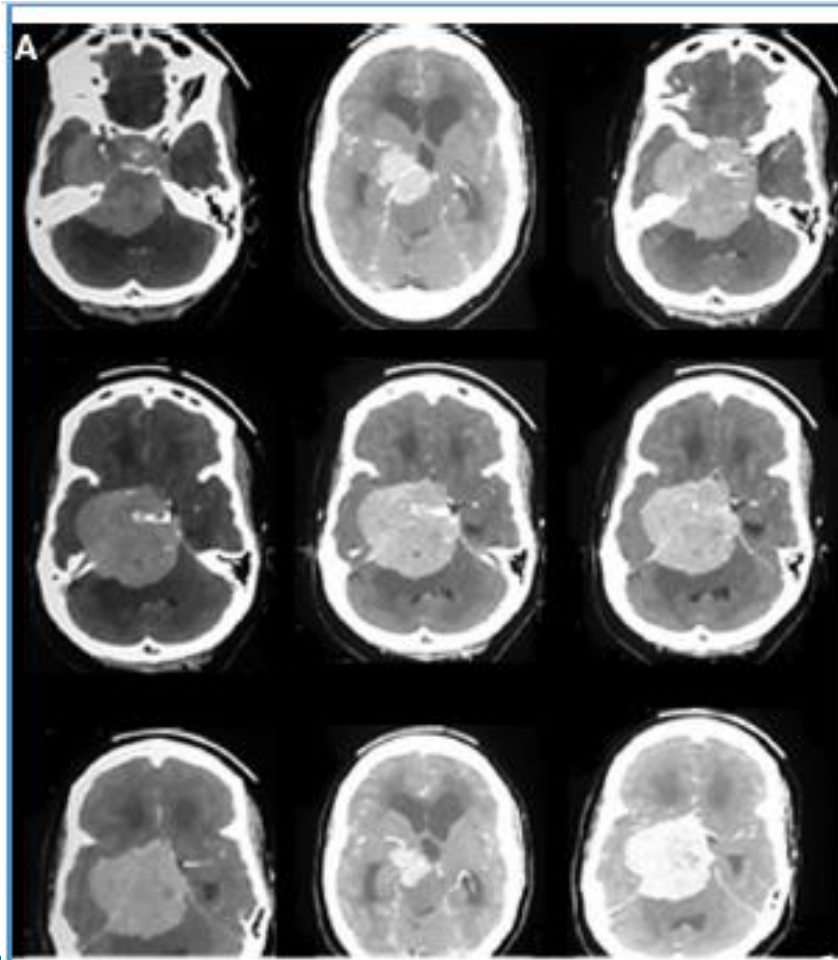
A right-sided pansphenoidal wing meningioma exposed through a right subtemporal craniotomy. (A, B) Axial contrast enhanced cranial computed tomography scan showing the pansphenoidal mass lesion. (C) Immediate postoperative image confirming gross total tumor excision. (D) Picture of the patient at the first postoperative clinic visit, 6 weeks later.
